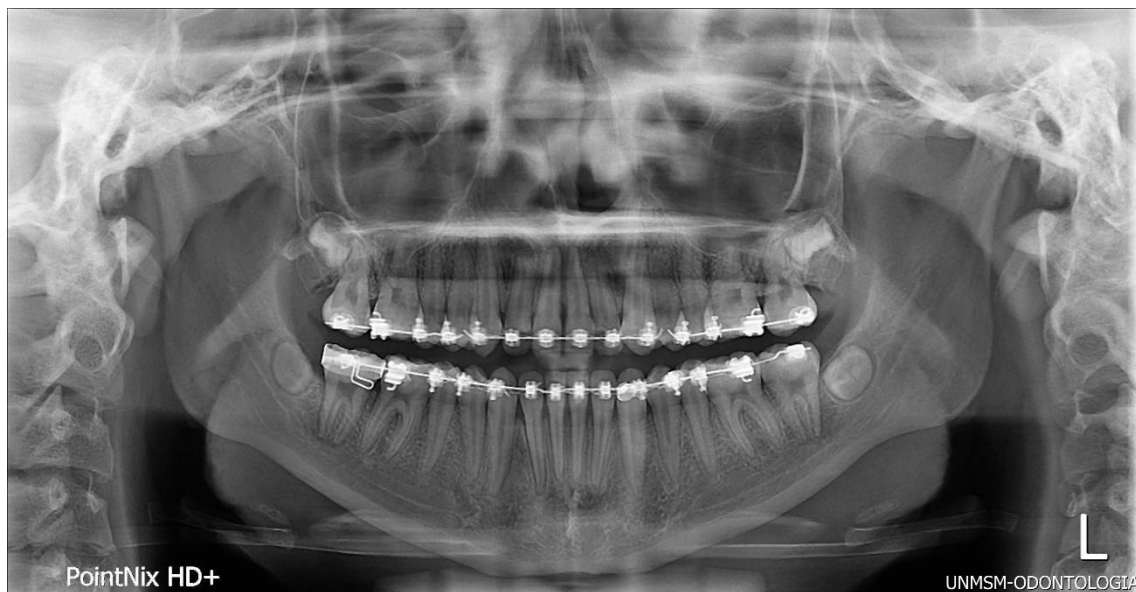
Radiografía panorámica trans-tratamiento
